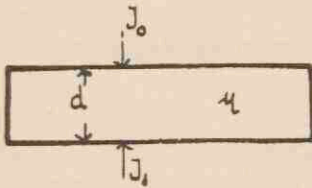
Intensiteitsafname der röntgenstralen.
